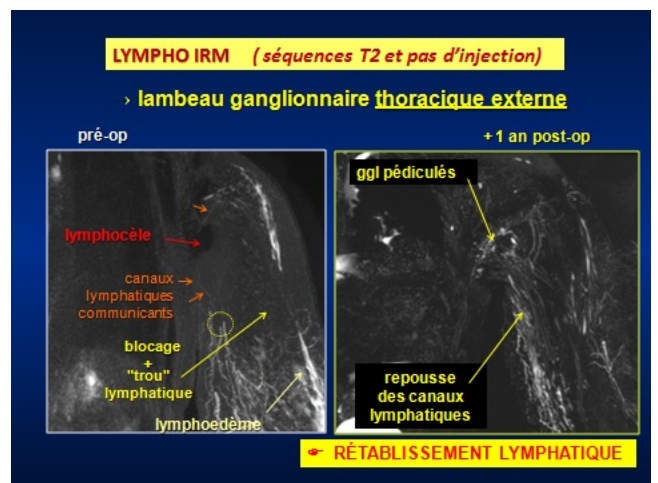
Lympho IRM axillaire. Aspect préopératoire et un an après mise en place du lambeau ganglionnaire : rétablissement de la circulation lymphatique.
